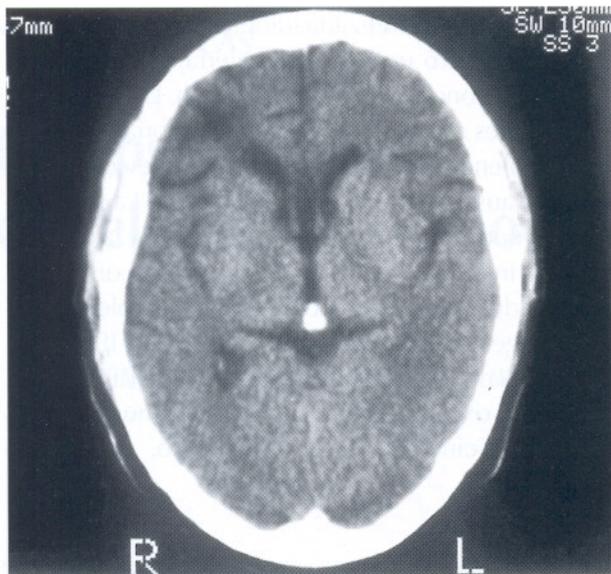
Lesión frontal derecha en TAC.
